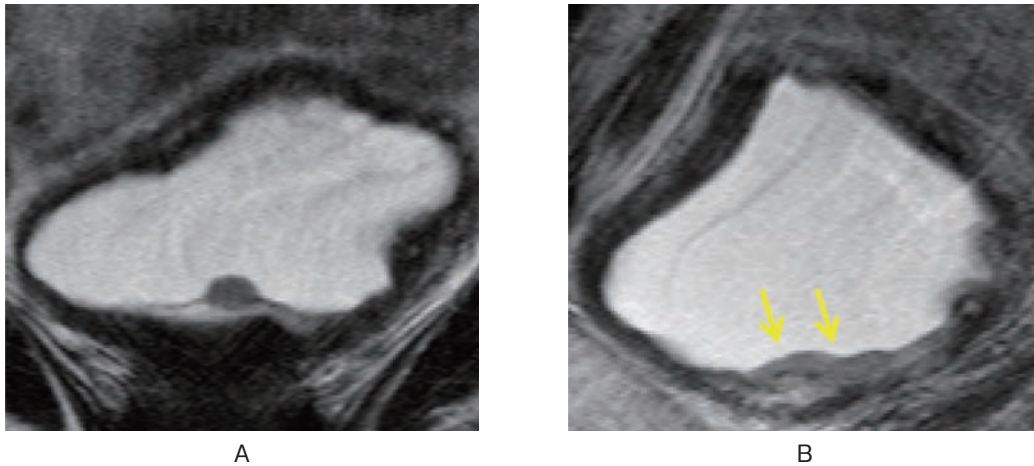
T2-weighted magnetic resonance imaging (A: coronal section, B: sagittal section) shows the low intensity tumor and the area with low intensity under the mucous membrane (arrow).
